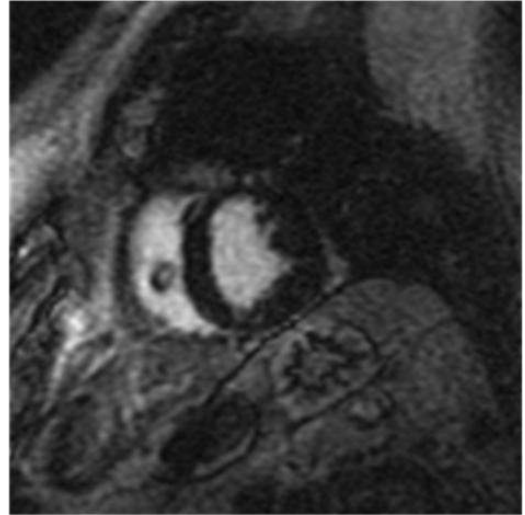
79 yaşında erkek olgunun geç kontrastlı MRG imajında mid miyokardiyal düzeyde, anterolateral segmentte skor 4 patolojik kontrast tutulumu izlenmektedir (ok başı). Ayrıca inferior duvarda skor 2 patolojik kontrast tutulumu mevcuttur (ok) (A). Stres (üst sütun)-rest (alt sütun) ^{99m}Tc SPECT incelemelerinde MRG’de iskemi izlenen inferior duvar benzer biçimde iskemik değişiklikler göstermekle birlikte, anterolateral segmentte normal radyofarmasötik tutulumu izlenmektedir (B). Koroner anjiyografide RCA proksimal-orta kesiminde, damar lümeninde % 80 daralmaya yol açan plak izlenmiş olup, inferior duvarda izlenen iskemiye bu lezyon açıklamaktadır. Ayrıca RCA distal kesiminde, lümeninde % 40 darlığa yol açan plak mevcuttur (C). GKG’de skor 4 kontrast tutulumu gösteren anterolateral segmenti besleyen LCX arter anjiyografik olarak doğaldır. Ancak LCX arter proksimalinde, daha önce yerleştirilmiş, lümeninde akımın patent olarak izlendiği stent mevcuttur (D).
